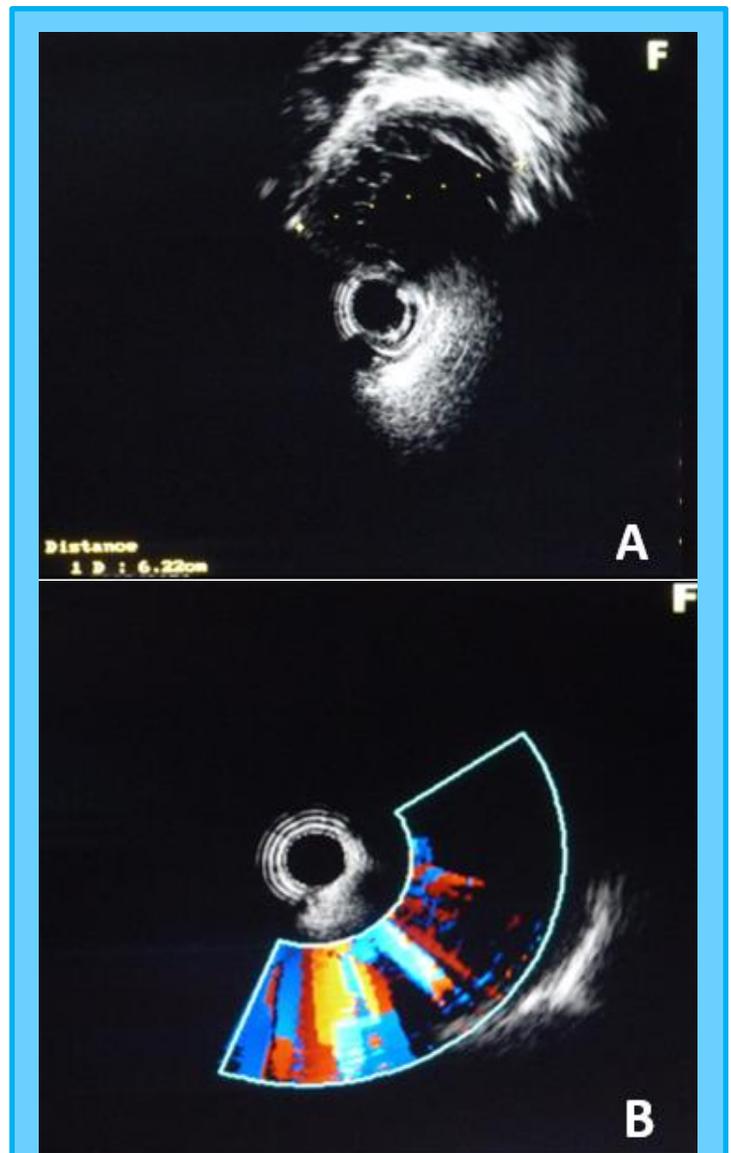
Ultrasonido endoscópico radial de páncreas. (A) Cuerpo de páncreas lesión de pared bien definida, contenido eco mixto a predominio anecoico con áreas hipocogicas (septos). (B) Vista de la lesión con función doppler (positiva).
